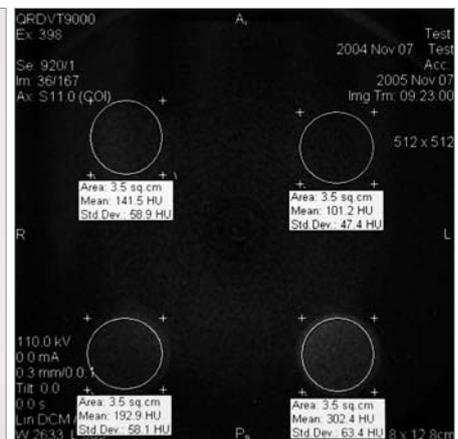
Dentaler Volumentomograf NewTom 9000. – Abb. 5: Bestimmung der VOI am Phantom.
